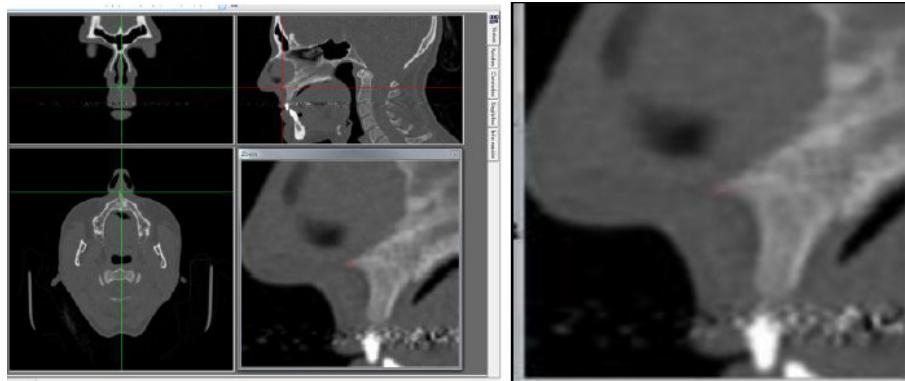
Imagen donde se ubica el punto ENA en la CBCT.
